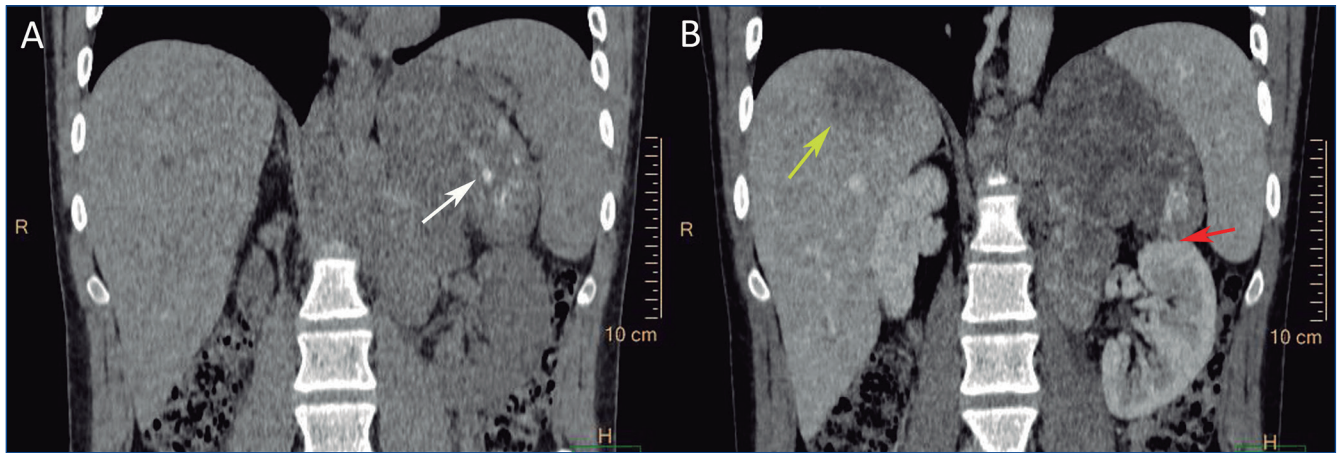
Reconstrucciones multiplanares coronales de tomografía computarizada de abdomen basal (A) y con contraste intravenoso (CIV) en fase portal (B) en el que se identifica la masa adrenal de gran tamaño, moderadamente heterogénea tras la administración de contraste, de bordes irregulares y con focos de calcificaciones groseras en su interior (flecha blanca) que presenta contacto con la superficie del polo superior del riñón izquierdo sin invasión ni dependencia (flecha roja) y que se asocia a diseminación hepática (flecha amarilla). Es compatible con carcinoma adrenal metastásico.
